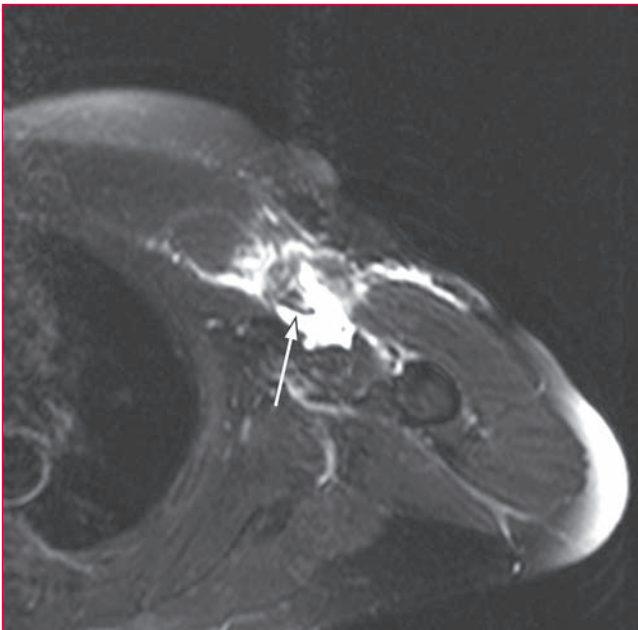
Imagen de resonancia magnética ponderada en T2 axial del hombro y el tórax en la que se aprecia una rotura completa del tendón del pectoral mayor (flecha).
